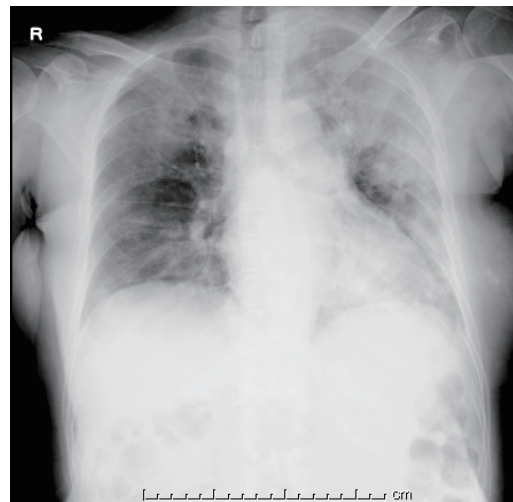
自験例の80代女性、入院8日目の胸部X線写真
